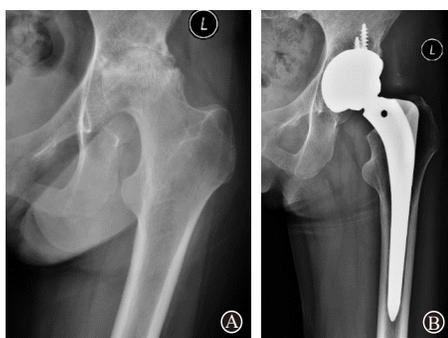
非创伤性股骨头坏死X线片:A为术前;B为全髋关节置换术后12月
